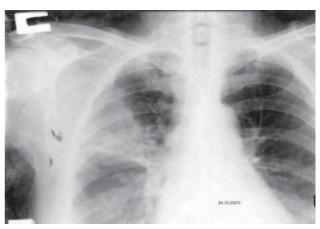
Обзорная рентгенограмма ОГК больной Т. в динамике от 24.10.07 г. Правосторонний лобит в стадии начавшегося рассасывания
